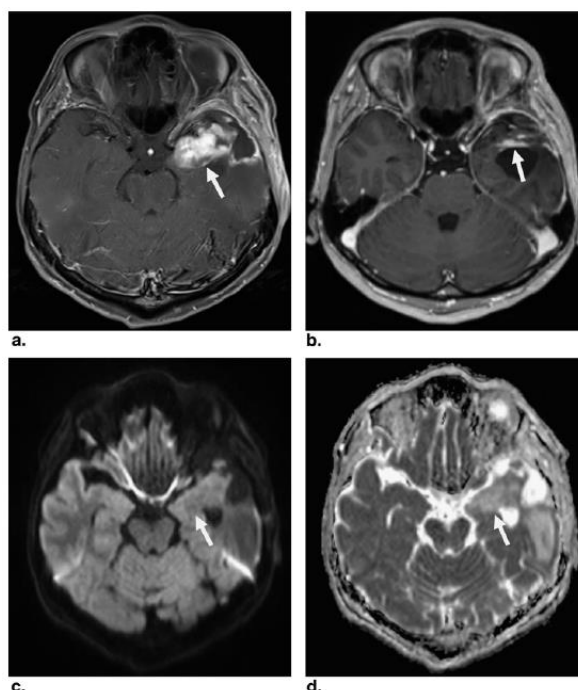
Caso de PsP após o tratamento padrão do GBM situado no lobo frontal esquerdo. a, Imagem ponderada em T1 com contraste obtida 28 dias após conclusão da QRT concomitante com nova lesão com realce de contraste (seta); b, Imagem ponderada em T1 com contraste obtida 92 dias após a conclusão da QRT concomitante com perda quase completa do realce de contraste na lesão (seta); c, DWI obtida 28 dias após conclusão da QRT concomitante sem elevada intensidade de sinal (seta); d, Mapa ADC obtida 28 dias após conclusão da QRT concomitante. Adaptado de (41).
